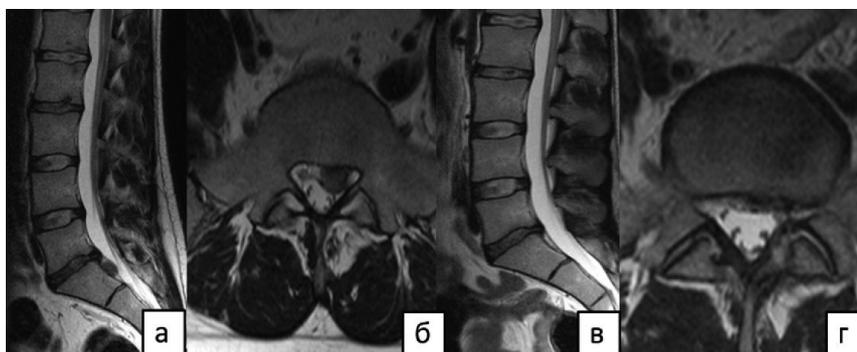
Пациент Н., 43 года, симптоматичная левосторонняя грыжа межпозвонкового диска грыжа LV-SI: а – сагиттальная МРТ-грамма поясничного отдела позвоночника до операции; б – фронтальная МРТ-грамма поясничного отдела позвоночника до операции; в – сагиттальная МРТ-грамма поясничного отдела позвоночника через 61 месяц после эндоскопически-ассистированной дискэктомии LV-SI слева; г – фронтальная МРТ-грамма поясничного отдела позвоночника через 61 месяц после эндоскопически-ассистированной дискэктомии LV-SI слева
